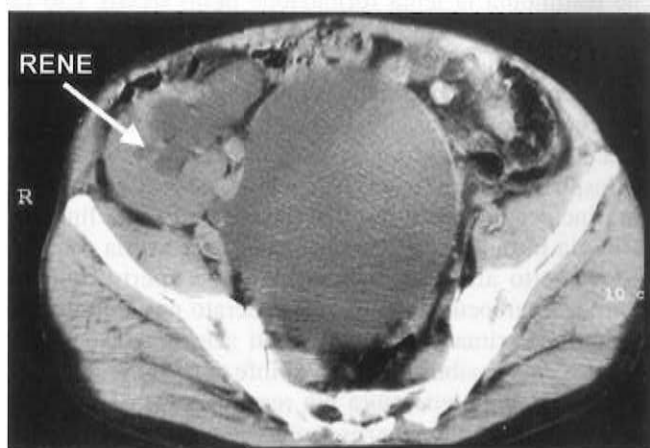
TC che mostra il linfocele ed il rene idronefrotico.
